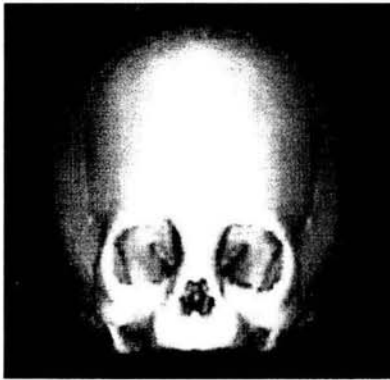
Tomografía computarizada 3D en la que se observa el cierre de la sutura metópica, recesión frontal e hipotelorismo.
